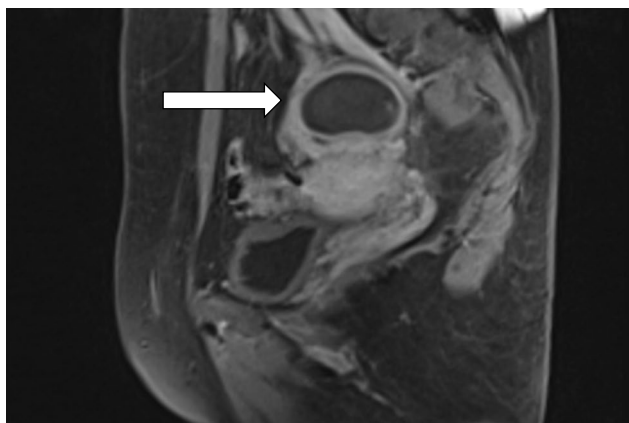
Магнитно-резонансная томография малого таза при поступлении. Правый яичник содержит однокамерное образование с мелкодисперсным содержимым (стрелка)
